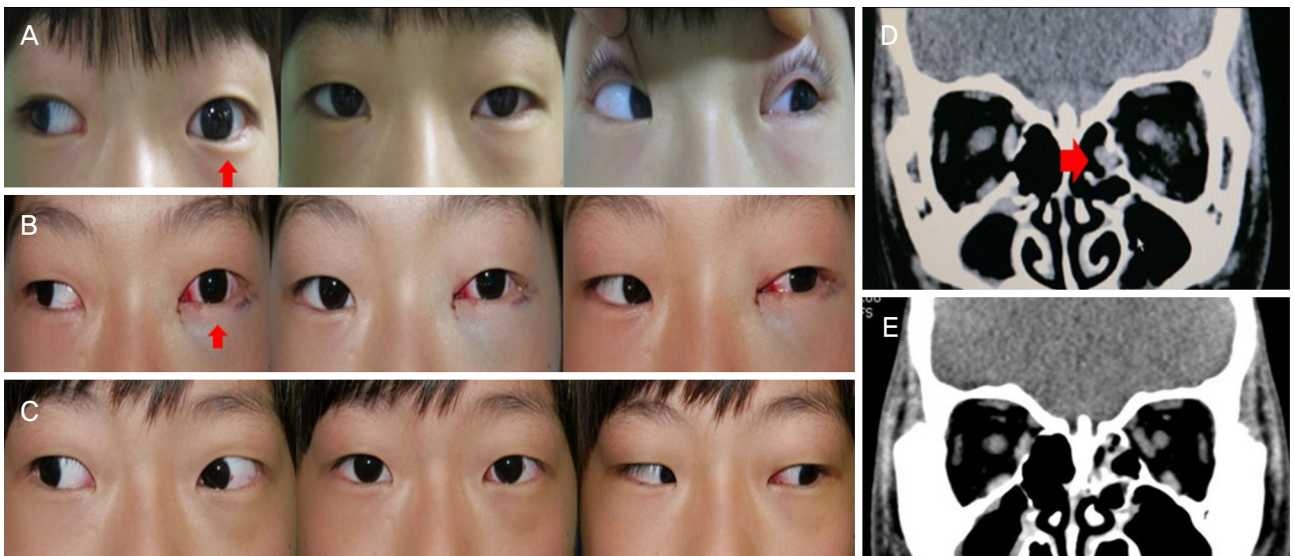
Eleven-year-old male patient with left trap-door type medial blowout fracture. (A) A left eyeball movement had limitations on adduction with grade 3 (arrow) and abduction with grade 2 after trauma. (B) An adduction limitation on left eye was still observed (arrow) but abduction limitation was not shown after emergency operation. (C) On postoperative day 19, left eyeball movement was nearly full on both directions. (D) Computed tomography findings after trauma showed 'true missing rectus' on his left eye (arrow). (E) Computed tomography after emergency operation showed well-restored medial rectus muscle.
